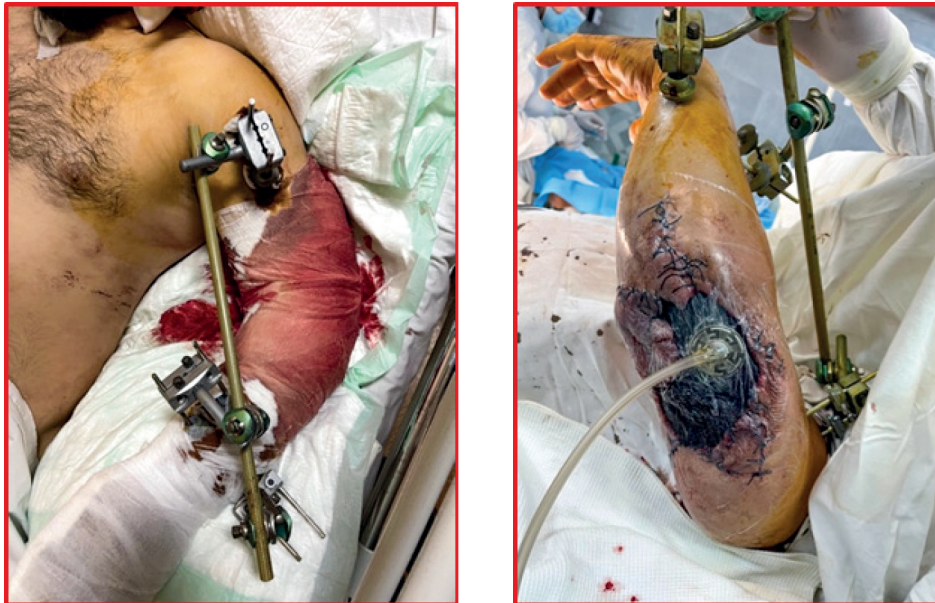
Післяопераційна рентгенограма правого плечового суглоба та загальний вигляд ушкодженого сегменту пораненого від 18.06.2022 р.
